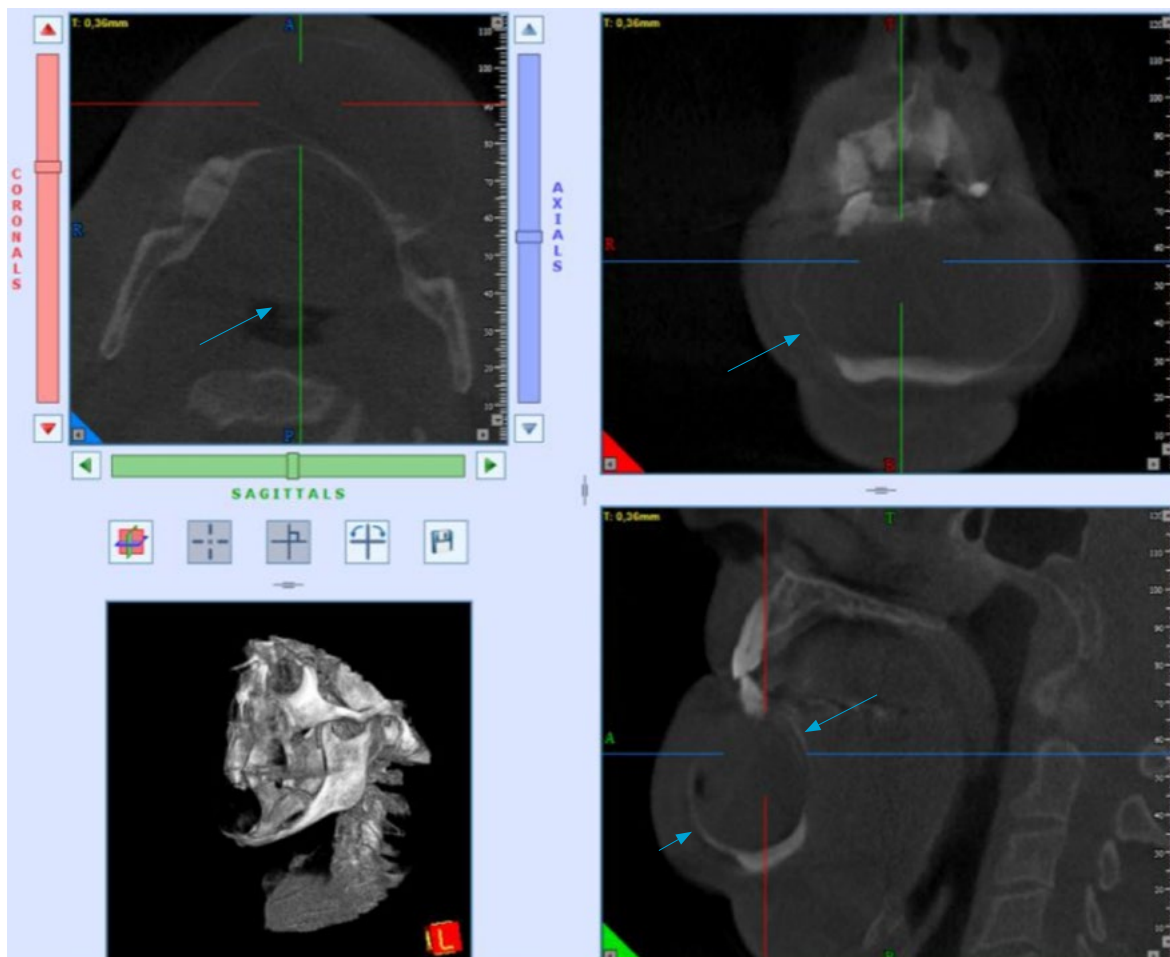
CBCT illustrerer en tynd kortikal afgrænsning (blå pile) i forandringens periferi (koronalt, sagittalt, aksialt plan).
